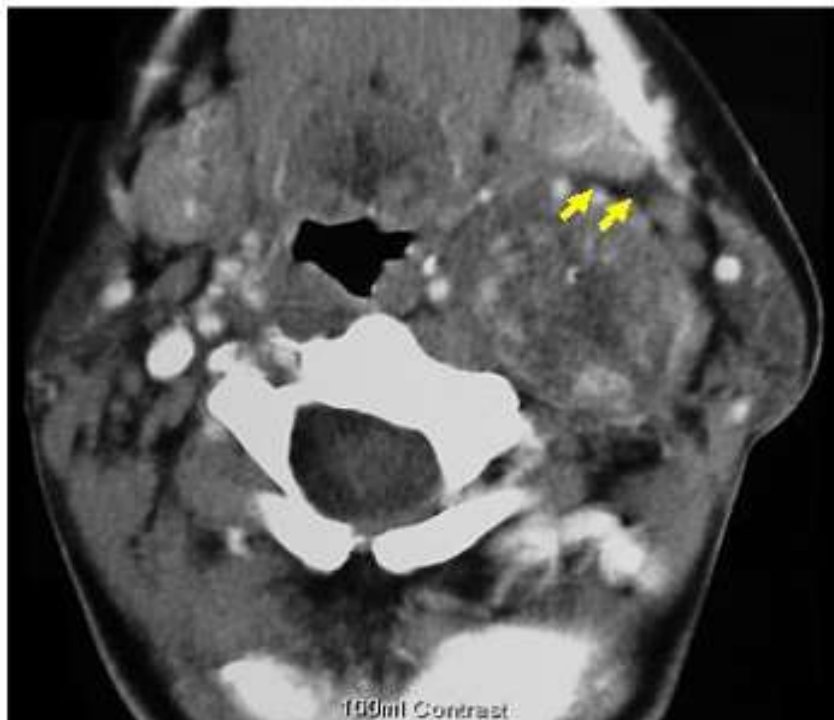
TDM d'un schwannome vagal de l'espace rétro-stylien montrant la direction du déplacement de la graisse et des vaisseaux carotidiens médialement [11].
